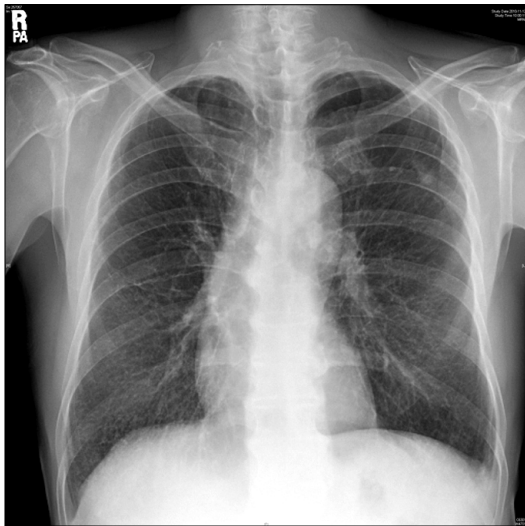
Posteroanterior chest radiograph shows subpleural reticular opacity in both lower lung zones and small nodular lesion in left upper lung zone.
